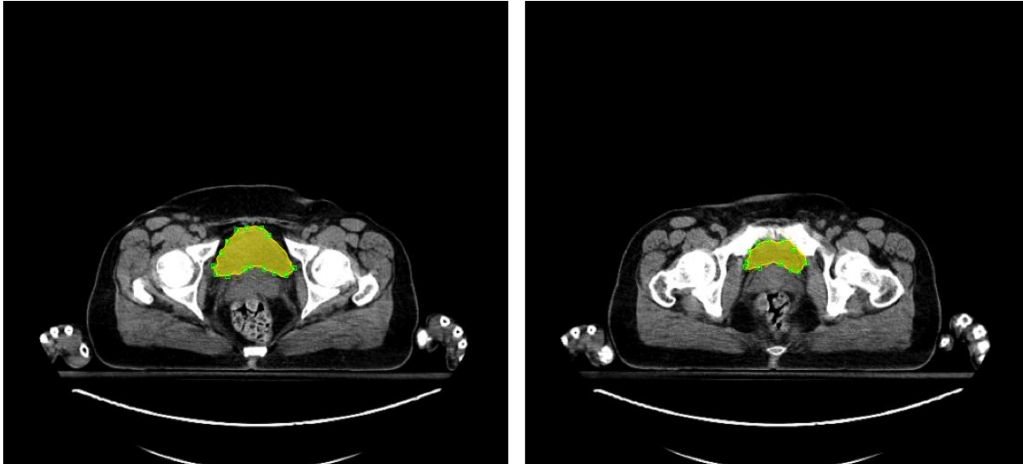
Aspectos da segmentação interactiva com "livewire"; atendendo à dimensão do *voxel*/PET/CT; uma boa segmentação pode conseguir-se, por exemplo, com 10 contornos.
